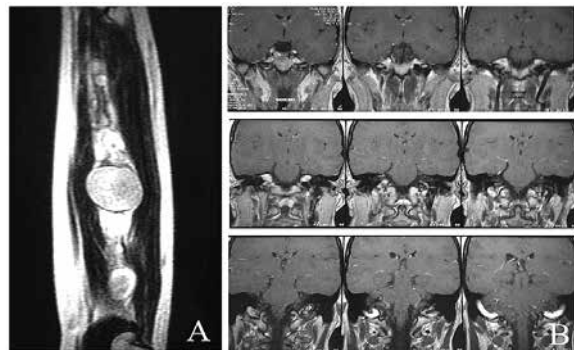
Imagens por ressonância nuclear magnética: A) do antebraço esquerdo, (mostrando múltiplos tumores – schwannomas à biópsia) e B) do encéfalo (mostrando ausência de tumores no oitavo par craniano) de outra paciente com schwannomatose (TRM, 24 anos, feminina).
